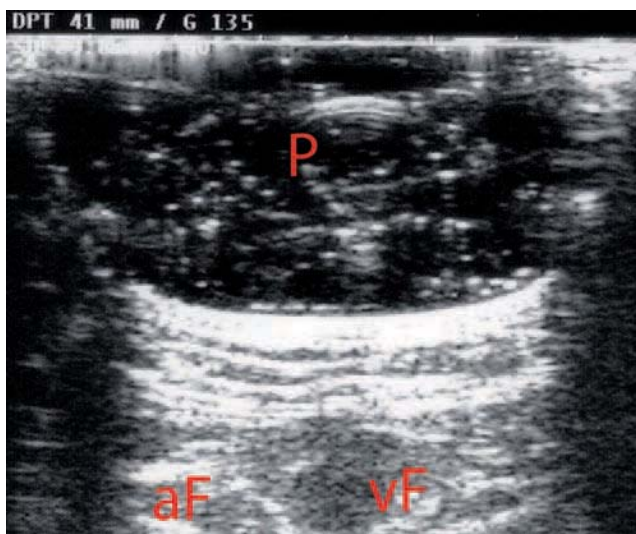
Patient debout, échographie de la terminaison de la GVS (totalement écrasée) et de la veine fémorale (vF) après le gonflage de la vésicule (P). aF : artère fémorale
